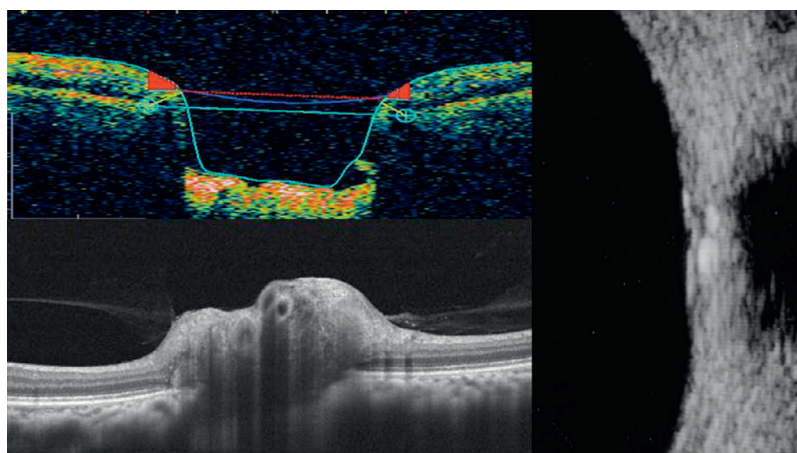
Imagerie en coupe de la papille par OCT et échographie avec analyse et mesure de l'excavation papillaire et de druses de la papille visibles en OCT et échographie.
